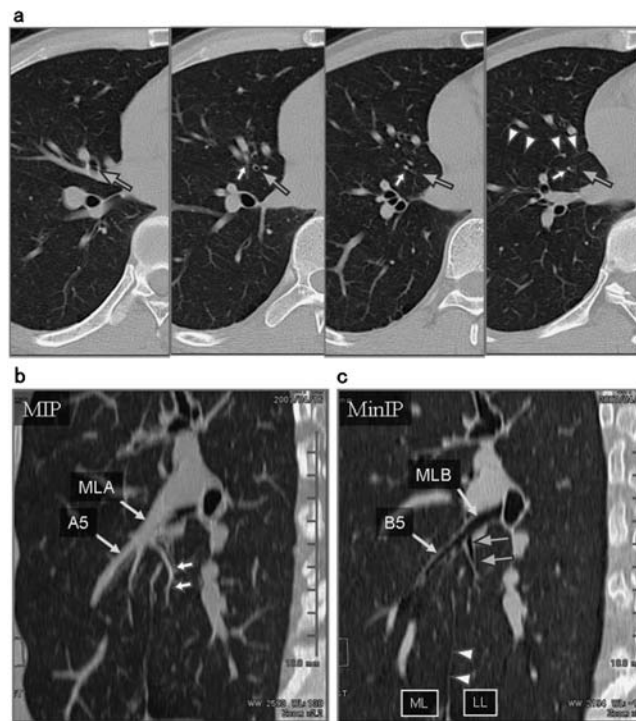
Branches of the middle lobe artery and bronchus were seen to descend into S7 on axial CT images. Arrowheads indicate the major fissure (a). The anomalous artery (small arrow) originating from the middle lobe artery was well visualized on MIP images (b), while a descending bronchus (large arrow) was visualized well on MinIP images (c).
